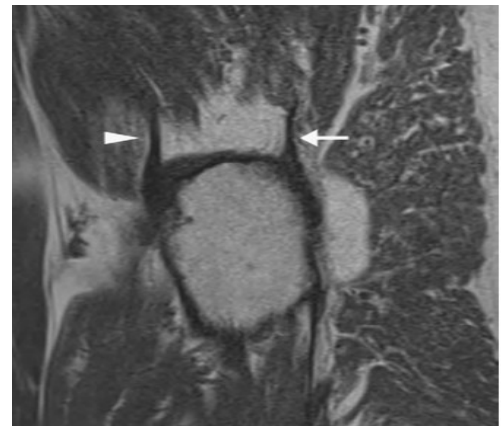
sagittal T1-weighted MR image. L'inserzione del tendine del GMin (testa di freccia) sulla faccetta anteriore e l'inserzione della porzione principale del tendine del GMed (freccia) sulla faccetta superoposteriore del GT [2].
